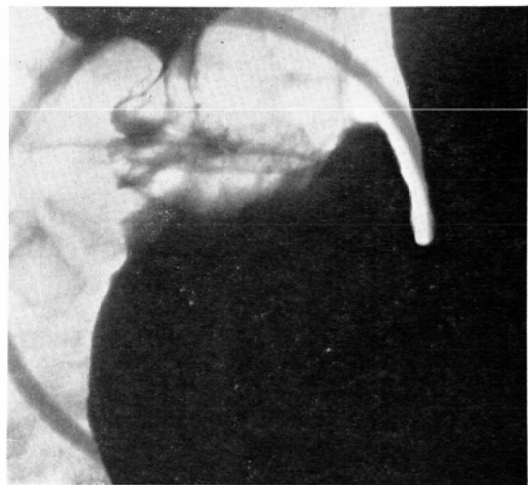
Compression radiograph of early cancer, Case 5.
